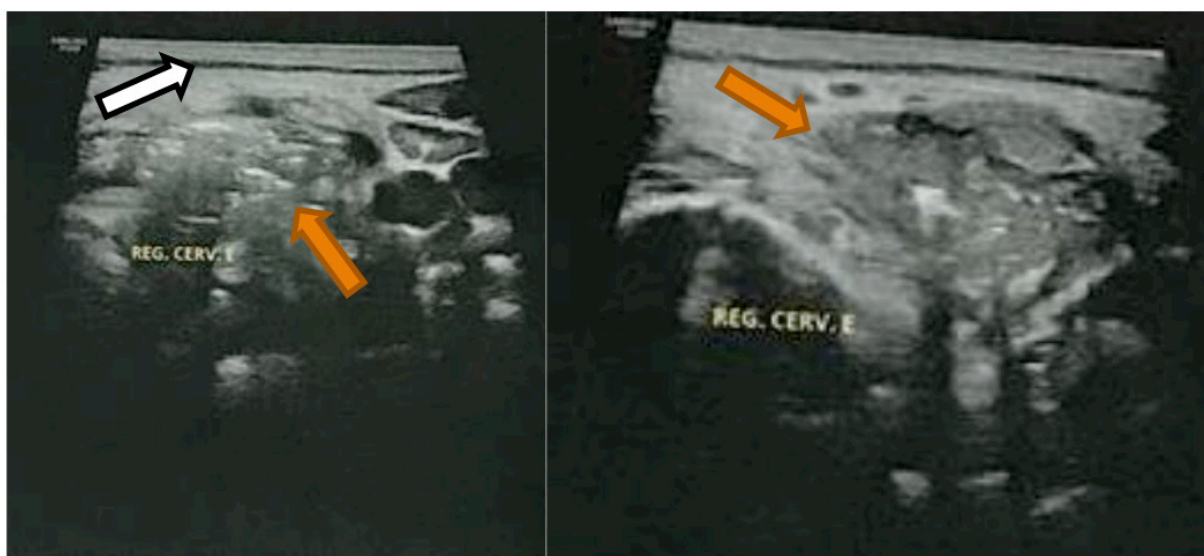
Ultrassonografia da região cervical esquerda
